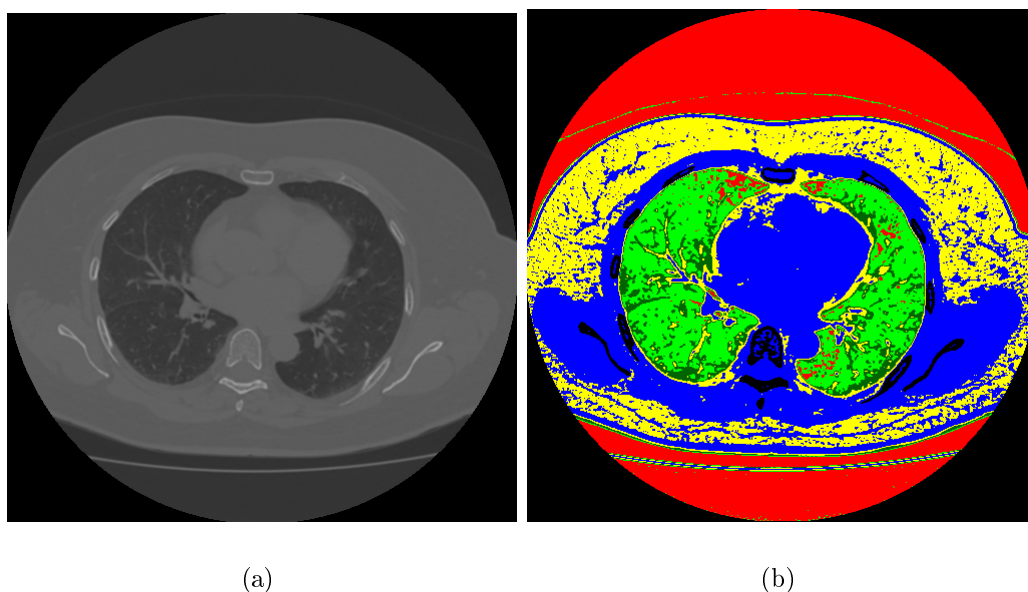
imagem de TC multidetectores, (a) imagem original; (b) representação em faixa de densidade UH.
